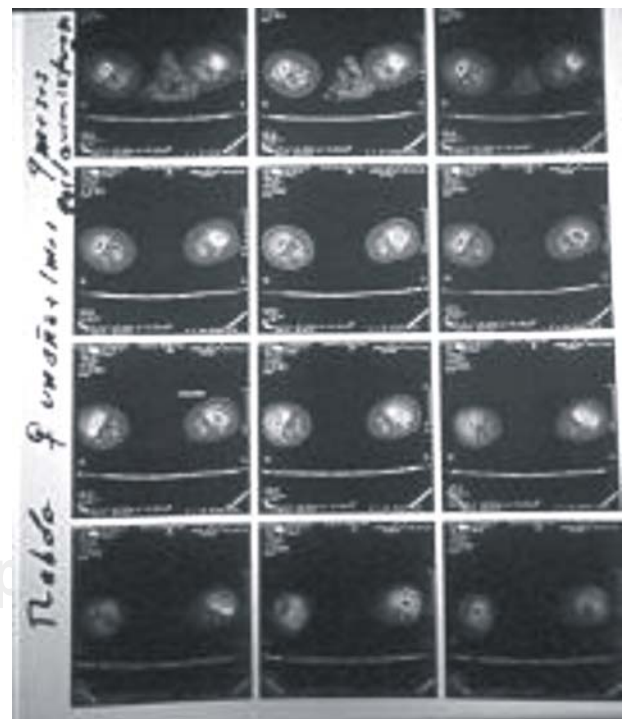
TAC, no se observa actividad tumoral.
